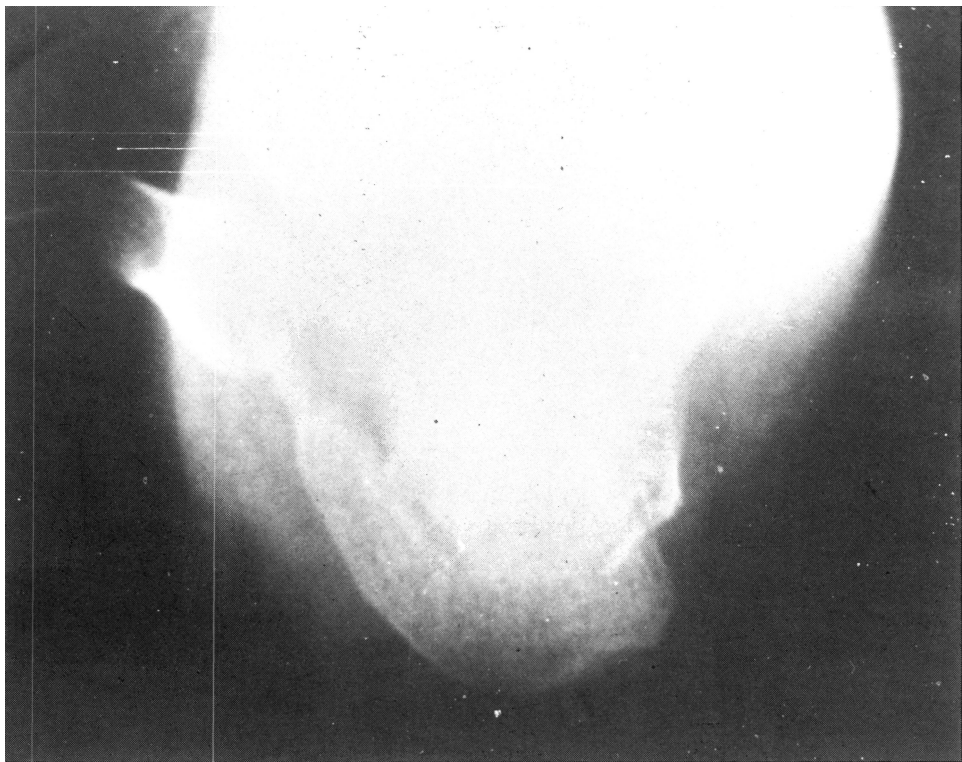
Radiografía en proyección axial de calcáneo en la que es necesario valorar el desplazamiento axial de los fragmentos y el ensanchamiento del sustentaculum tali.
